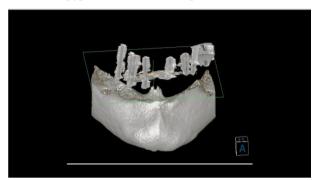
КЛКТ исследование с использованием временного протеза с рентгенконтрастными направляющими.
